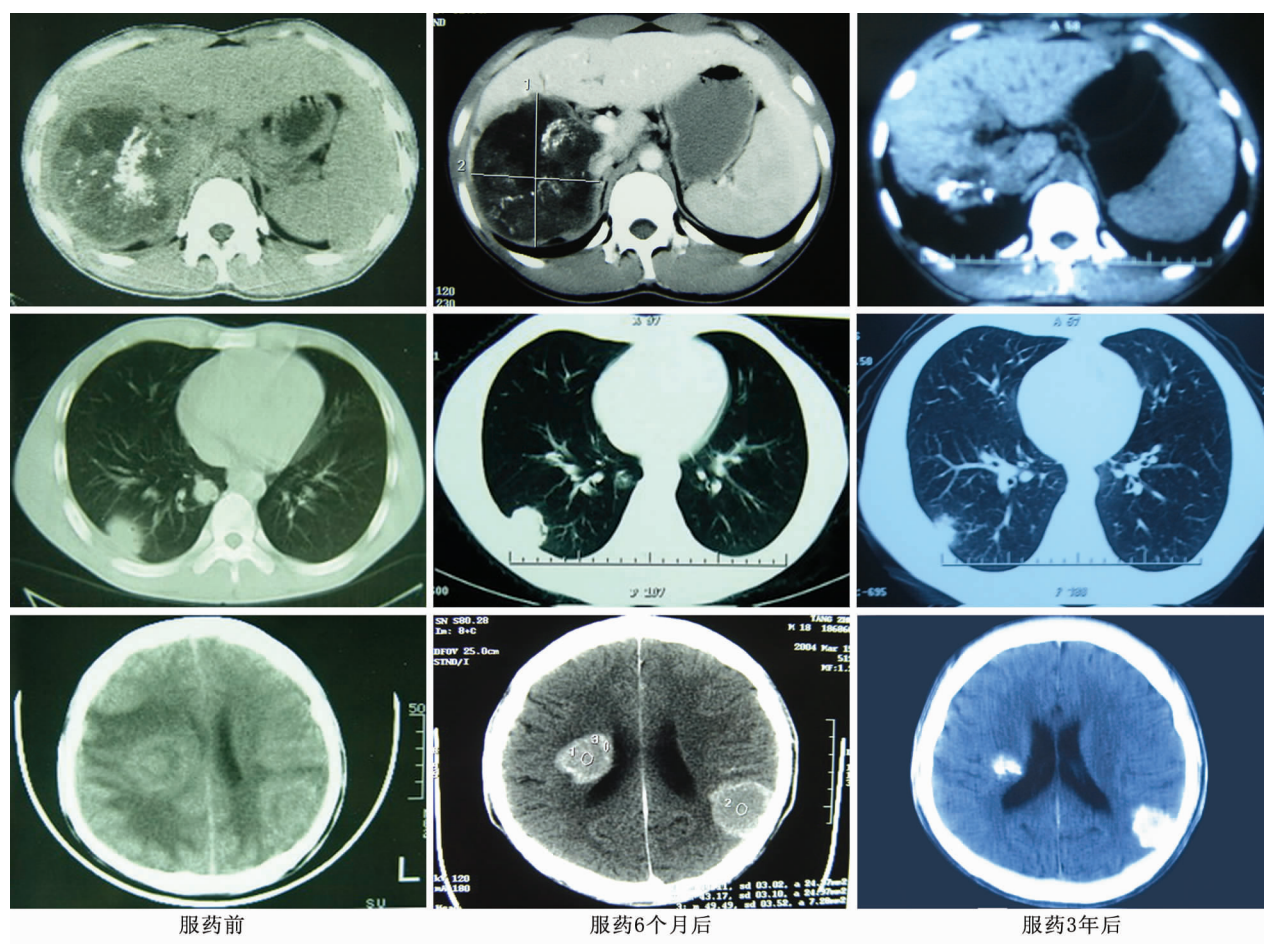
服药前后患者肝、脑、肺 AE 病灶在 CT 片上动态的对比
